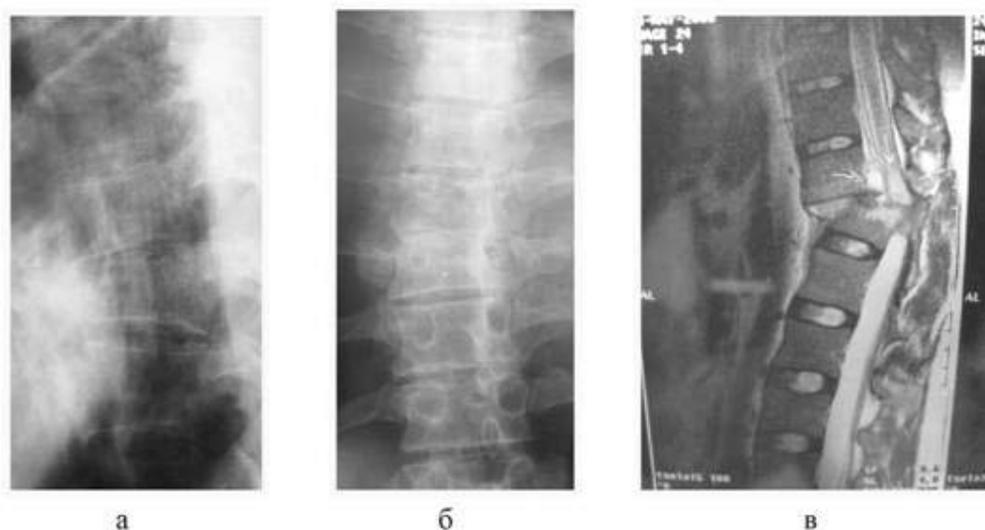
Прямая (а) и боковая (б) рентгенограммы, ЯМР-томограмма (в) больного М. до оперативного лечения
